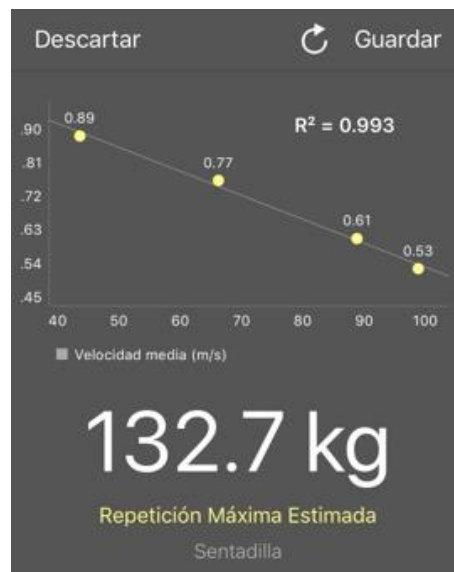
Interfase de la aplicación My Lift donde se muestra el resultado del 1-RM estimado.
